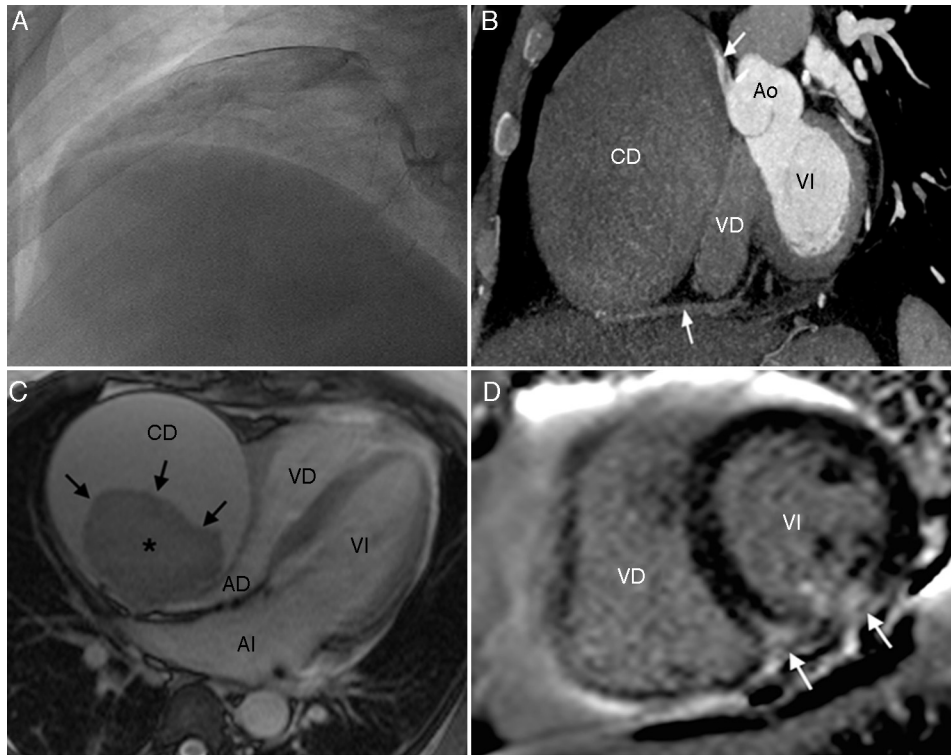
A) Coronariografía: arteria coronaria derecha canulada, observando fístula de la aorta (nacimiento en senos de Valsalva) a la aurícula derecha. B) TC cardíaca: eje corto. Se visualiza la porción proximal de la coronaria derecha (CD) el aneurisma con poca atenuación del medio de contraste y, también, se visualiza la porción distal de la CD (flecha). C) RM cardíaca: secuencia eco de gradiente en corte 4 cámaras. Se visualiza la coronaria derecha aneurismática (CD) con trombo (*) en el interior. Con compresión extrínseca por parte de la CD a la aurícula derecha (AD) y al ventrículo derecho (VD). D) RM cardíaca: secuencia de inversión recuperación o de reforzamiento tardío. Eje corto del tercio medio. Se observa reforzamiento con patrón isquémico en la pared inferior del ventrículo izquierdo (VI) y en el *septum* interventricular (flechas).
